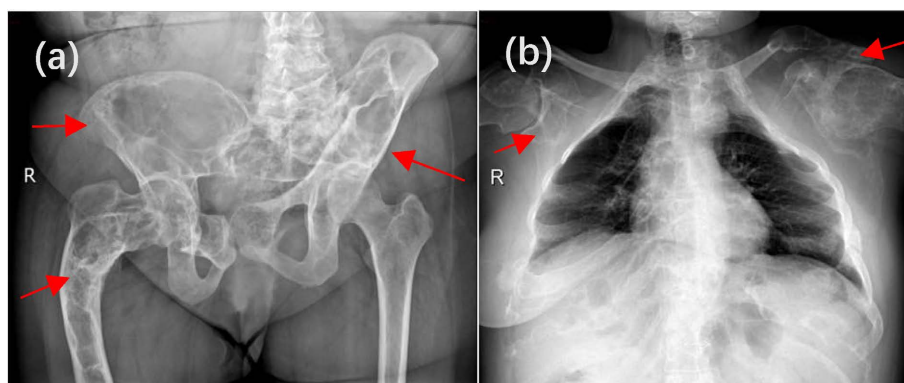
X-ray showed expansive changes in bilateral iliac bone (right side) and right femur (a); Bilateral scapula (left side) and left clavicle expansion changes (b)
